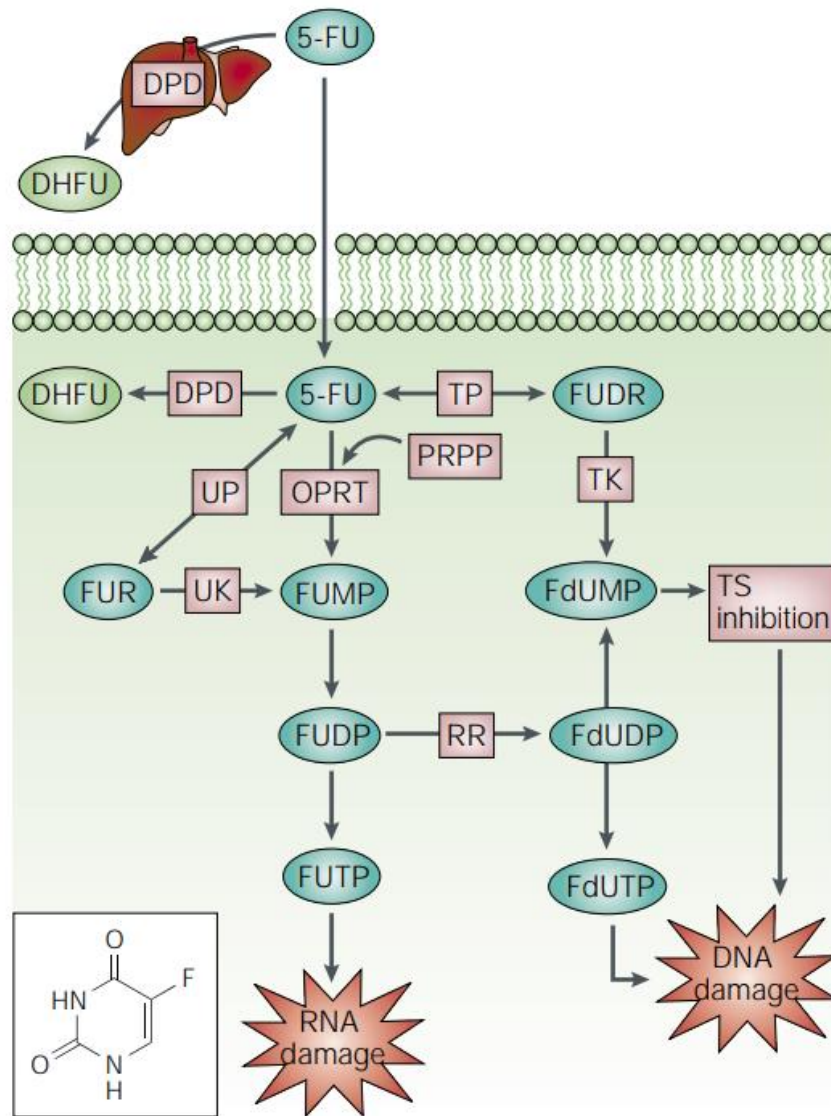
Mecanismo de acción del 5-fluorouracilo; FdUDP (fluorodesoxiuridina difosfato); RR (ribonucleótido reductasa); FUTP (fluorouridina trifosfato); FdUTP (fluorodesoxiuridina trifosfato); FdUMP (fluorodesoxiuridina monofosfato); TK (timidina cinasa); FUDR (fluorodesoxiuridina); TP (timidina fosforilasa); OPRT (orotato fosforribosil ansferasa); PRPP (fosforribosil pirofosfato); FUMP (fluorouridina monofosfato); FUR (fluorouridina); UP (uridina fosforilasa); UK (uridina cinasa); FUDP (fluorouridina difosfato); TS (timidilato sintasa); DPD (dihidropirimidina deshidrogenasa); DHFU (dihidrofluorouracilo); RNA (ácido ribonucleico); DNA (ácido desoxirribonucleico); 5-FU (5-fluorouracilo) (Longley et al., 2003).
